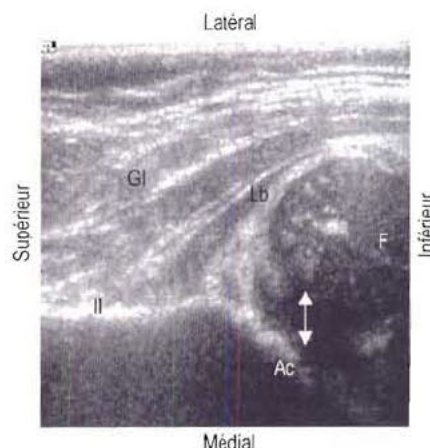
Luxation de hanche – échographie, coupe frontale. Noter l'acétabulum (Ac), qui ne couvre que 1/3 de la tête fémorale (F) latéralement. Il : Aile iliaque ; Gl : Muscle glutéal ; Lb : Labrum (avec l'aimable autorisation du Dr. R. Green).
